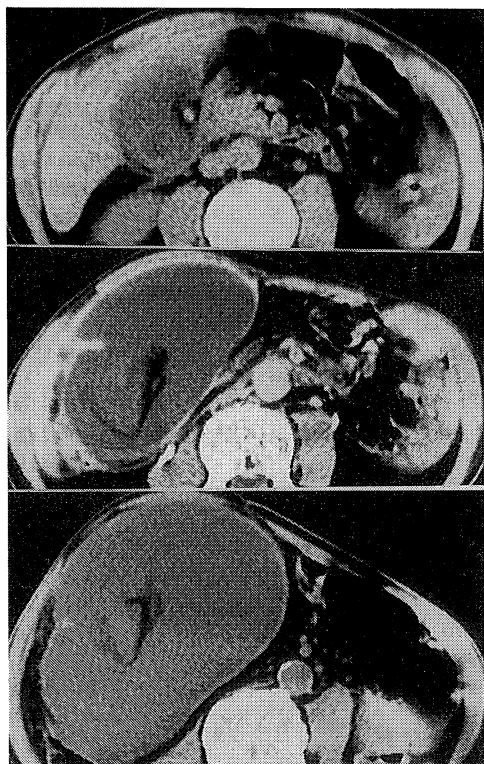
Serial three CT scans demonstrate progressive expansion of cystic lesion (middle and bottom), which is not observed on admission (top). Cystic lesion contains ring-like low density area inside.
